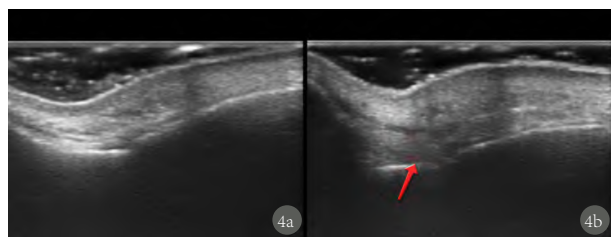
超声采集自体脂肪颗粒注射前及注射后1月图像
